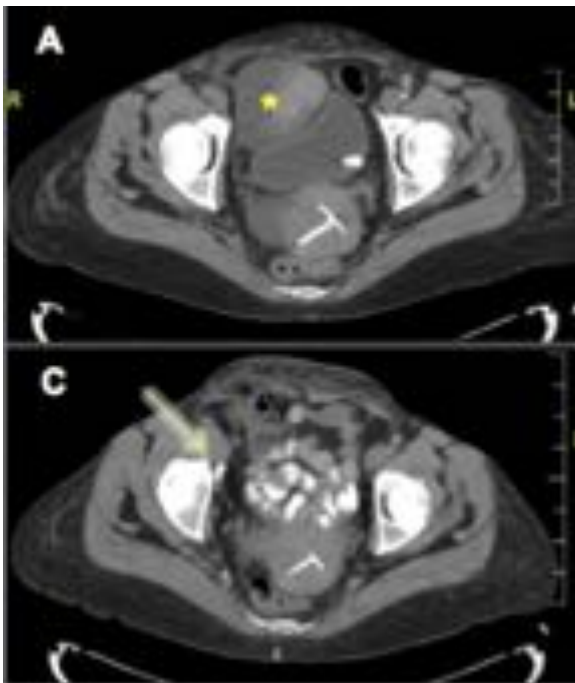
Imágenes axiales de TC abdomino-pélvico realizado antes de realizarse la linfangiografía (A) donde se observa una impronta sobre la vejiga desplazándola, que corresponde a linfocele (*), y que en un TC de control realizado posteriormente (C) se observa la flecha amarilla señalando los restos de Lipiodol, que aparecen hipertensos.
